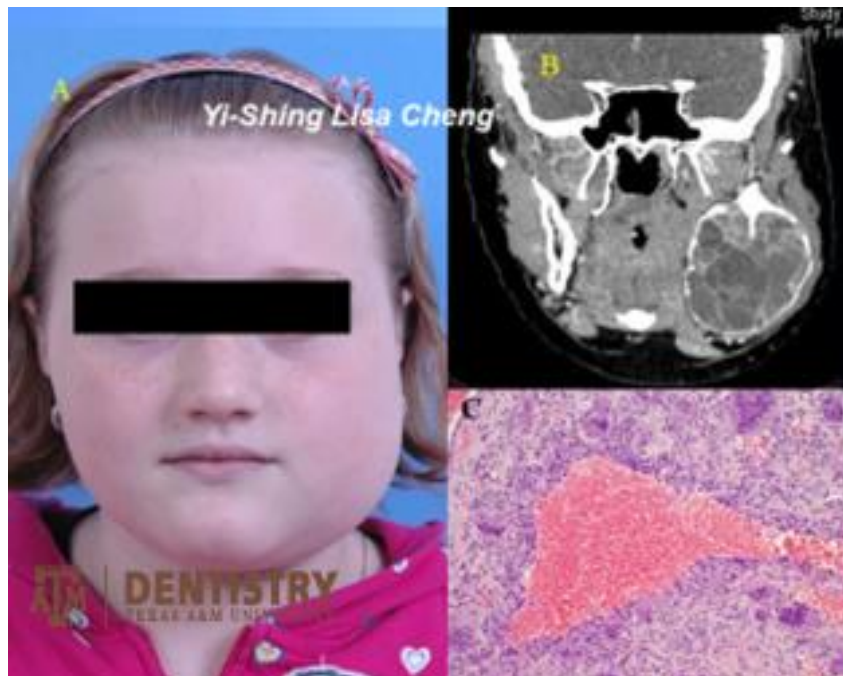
En la figura A se observa a una paciente pediátrica con un aumento de volumen en el lado derecho de la mandíbula los que provoca asimetría facial. La figura B se observa una tomografía computarizada, donde se ve una lesión hipodensa al hueso cortical multilocular. Figura C imagen histológica donde se aprecia un espacio lleno de sangre con células gigantes multinucleadas de tipo osteoclasto al rededor.
